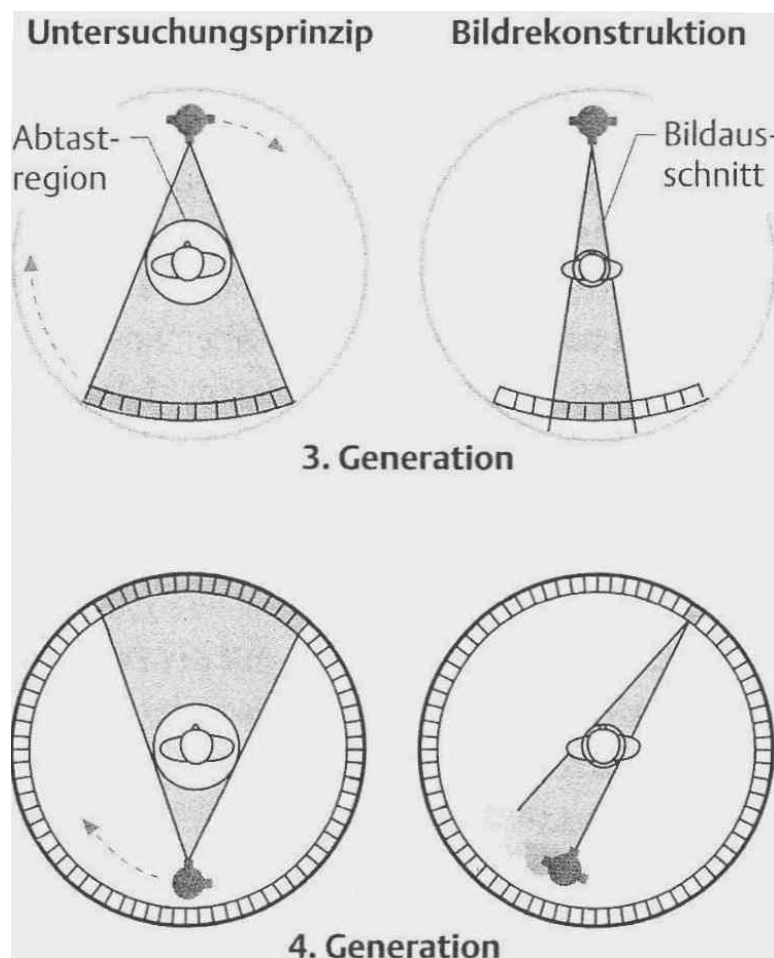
Abtastprinzip der modernen Computertomographie (nach [13])
